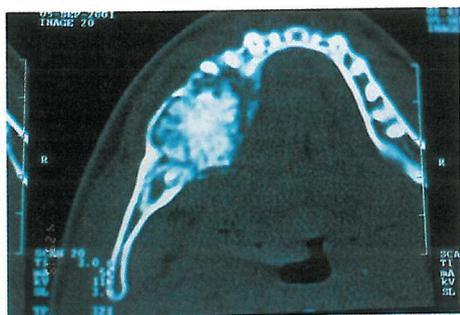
Tomografia computadorizada em corte axial, com discreto abalamento da cortical vestibular
